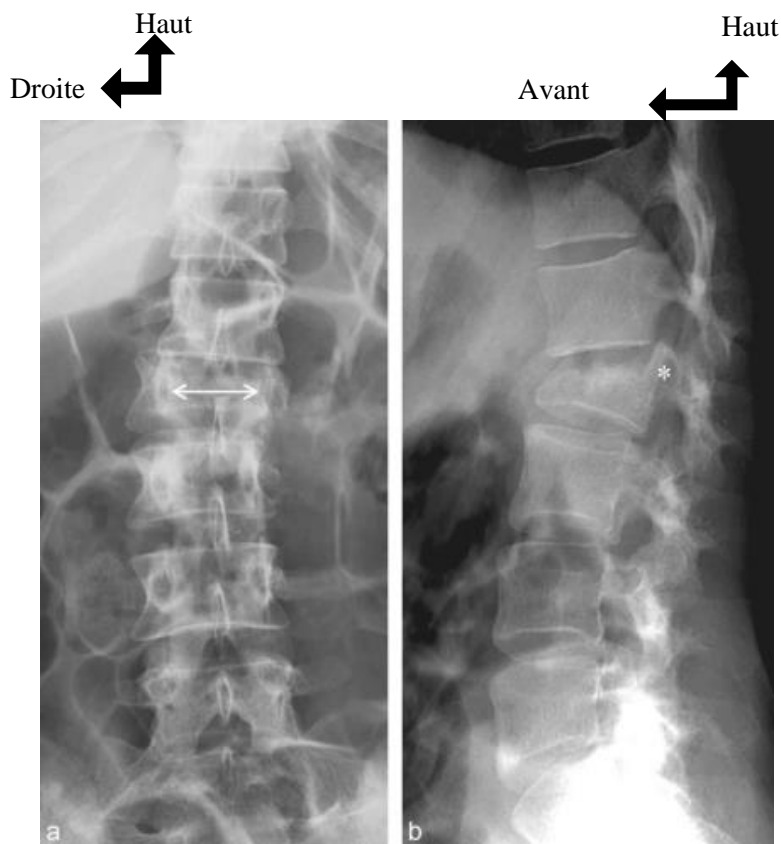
radiographique de face (a) et de profil (b) du rachis lombaire montrant une fracture de type burst de L2 (type A3 de Magerl) (36).
